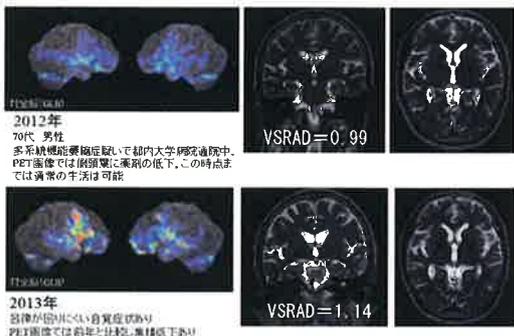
VS-RADが正常で、FDG-PETでのみ異常を呈した例①
